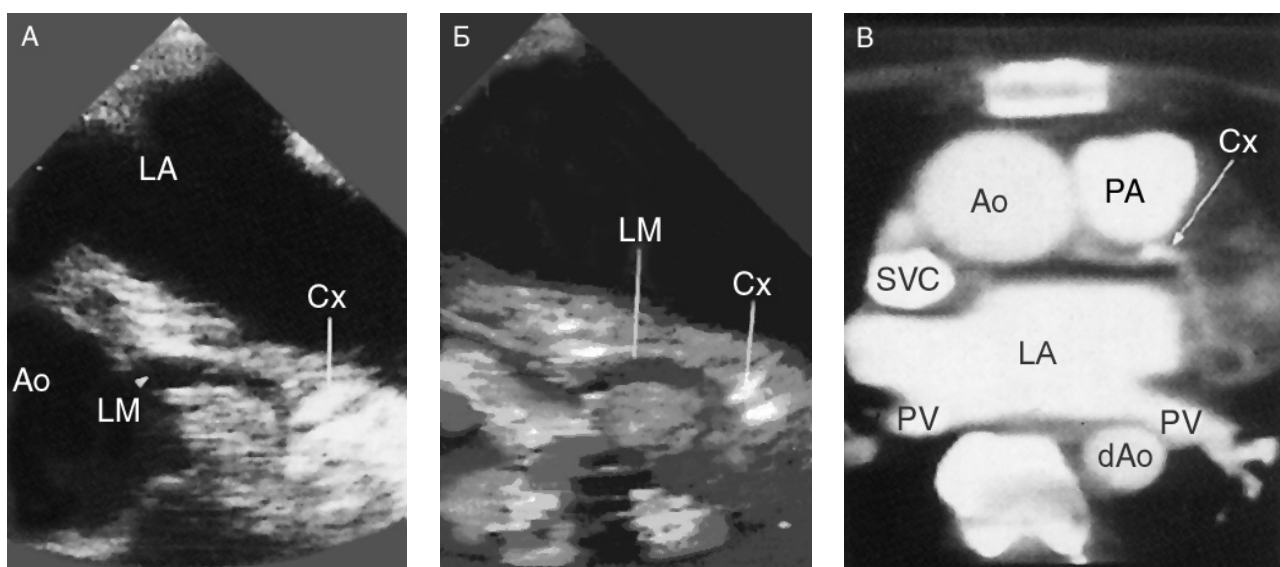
(В цвете — см. с. 311.) Обызвествление огибающей артерии, диагностированное при чреспищеводном исследовании и подтвержденное КТ с контрастированием. А и Б. Чреспищеводная короткая ось основания сердца, двумерное и цветное доплеровское исследование. Заметны обызвествление и неровность просвета огибающей артерии у места ее отхождения от ствола левой коронарной артерии. В. Компьютерная
